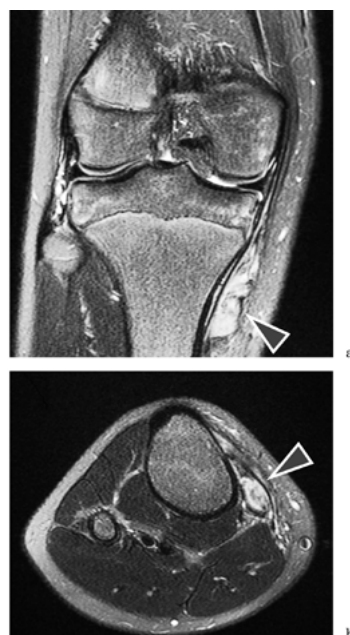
MRI T2強調像 a. 冠状断 b. 水平断
